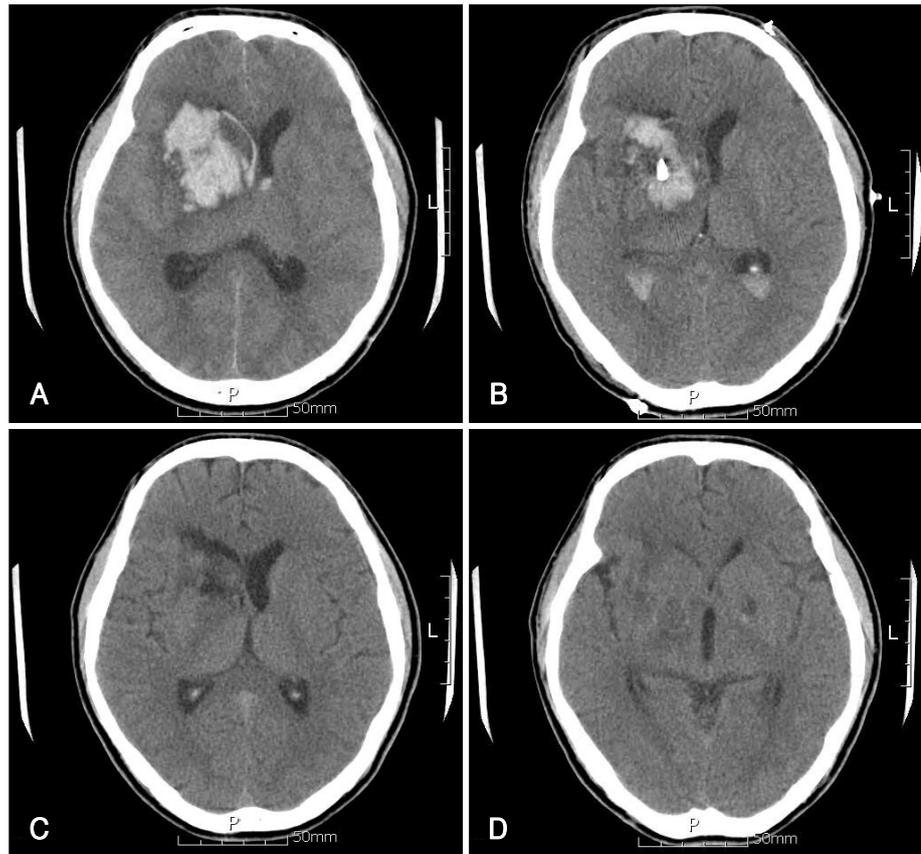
His mental status was deteriorated suddenly ant 3 days after admission He underwent surgery of extralesional drainage (ELD) immediately. A: Computed tomography (CT) scans showed that the hemorrhage had increased in the right basal ganglia at 3 days after admission. He underwent surgery of extralesional drainage (ELD) immediately. B: CT scans showed that hemorrhage was decreased at 3 days after surgery of ELD. C and D: CT scans showed that hemorrhage was almost resolved at 17 days after ELD. Encephalomalatic change and mild brain edema were remained in the same site.
